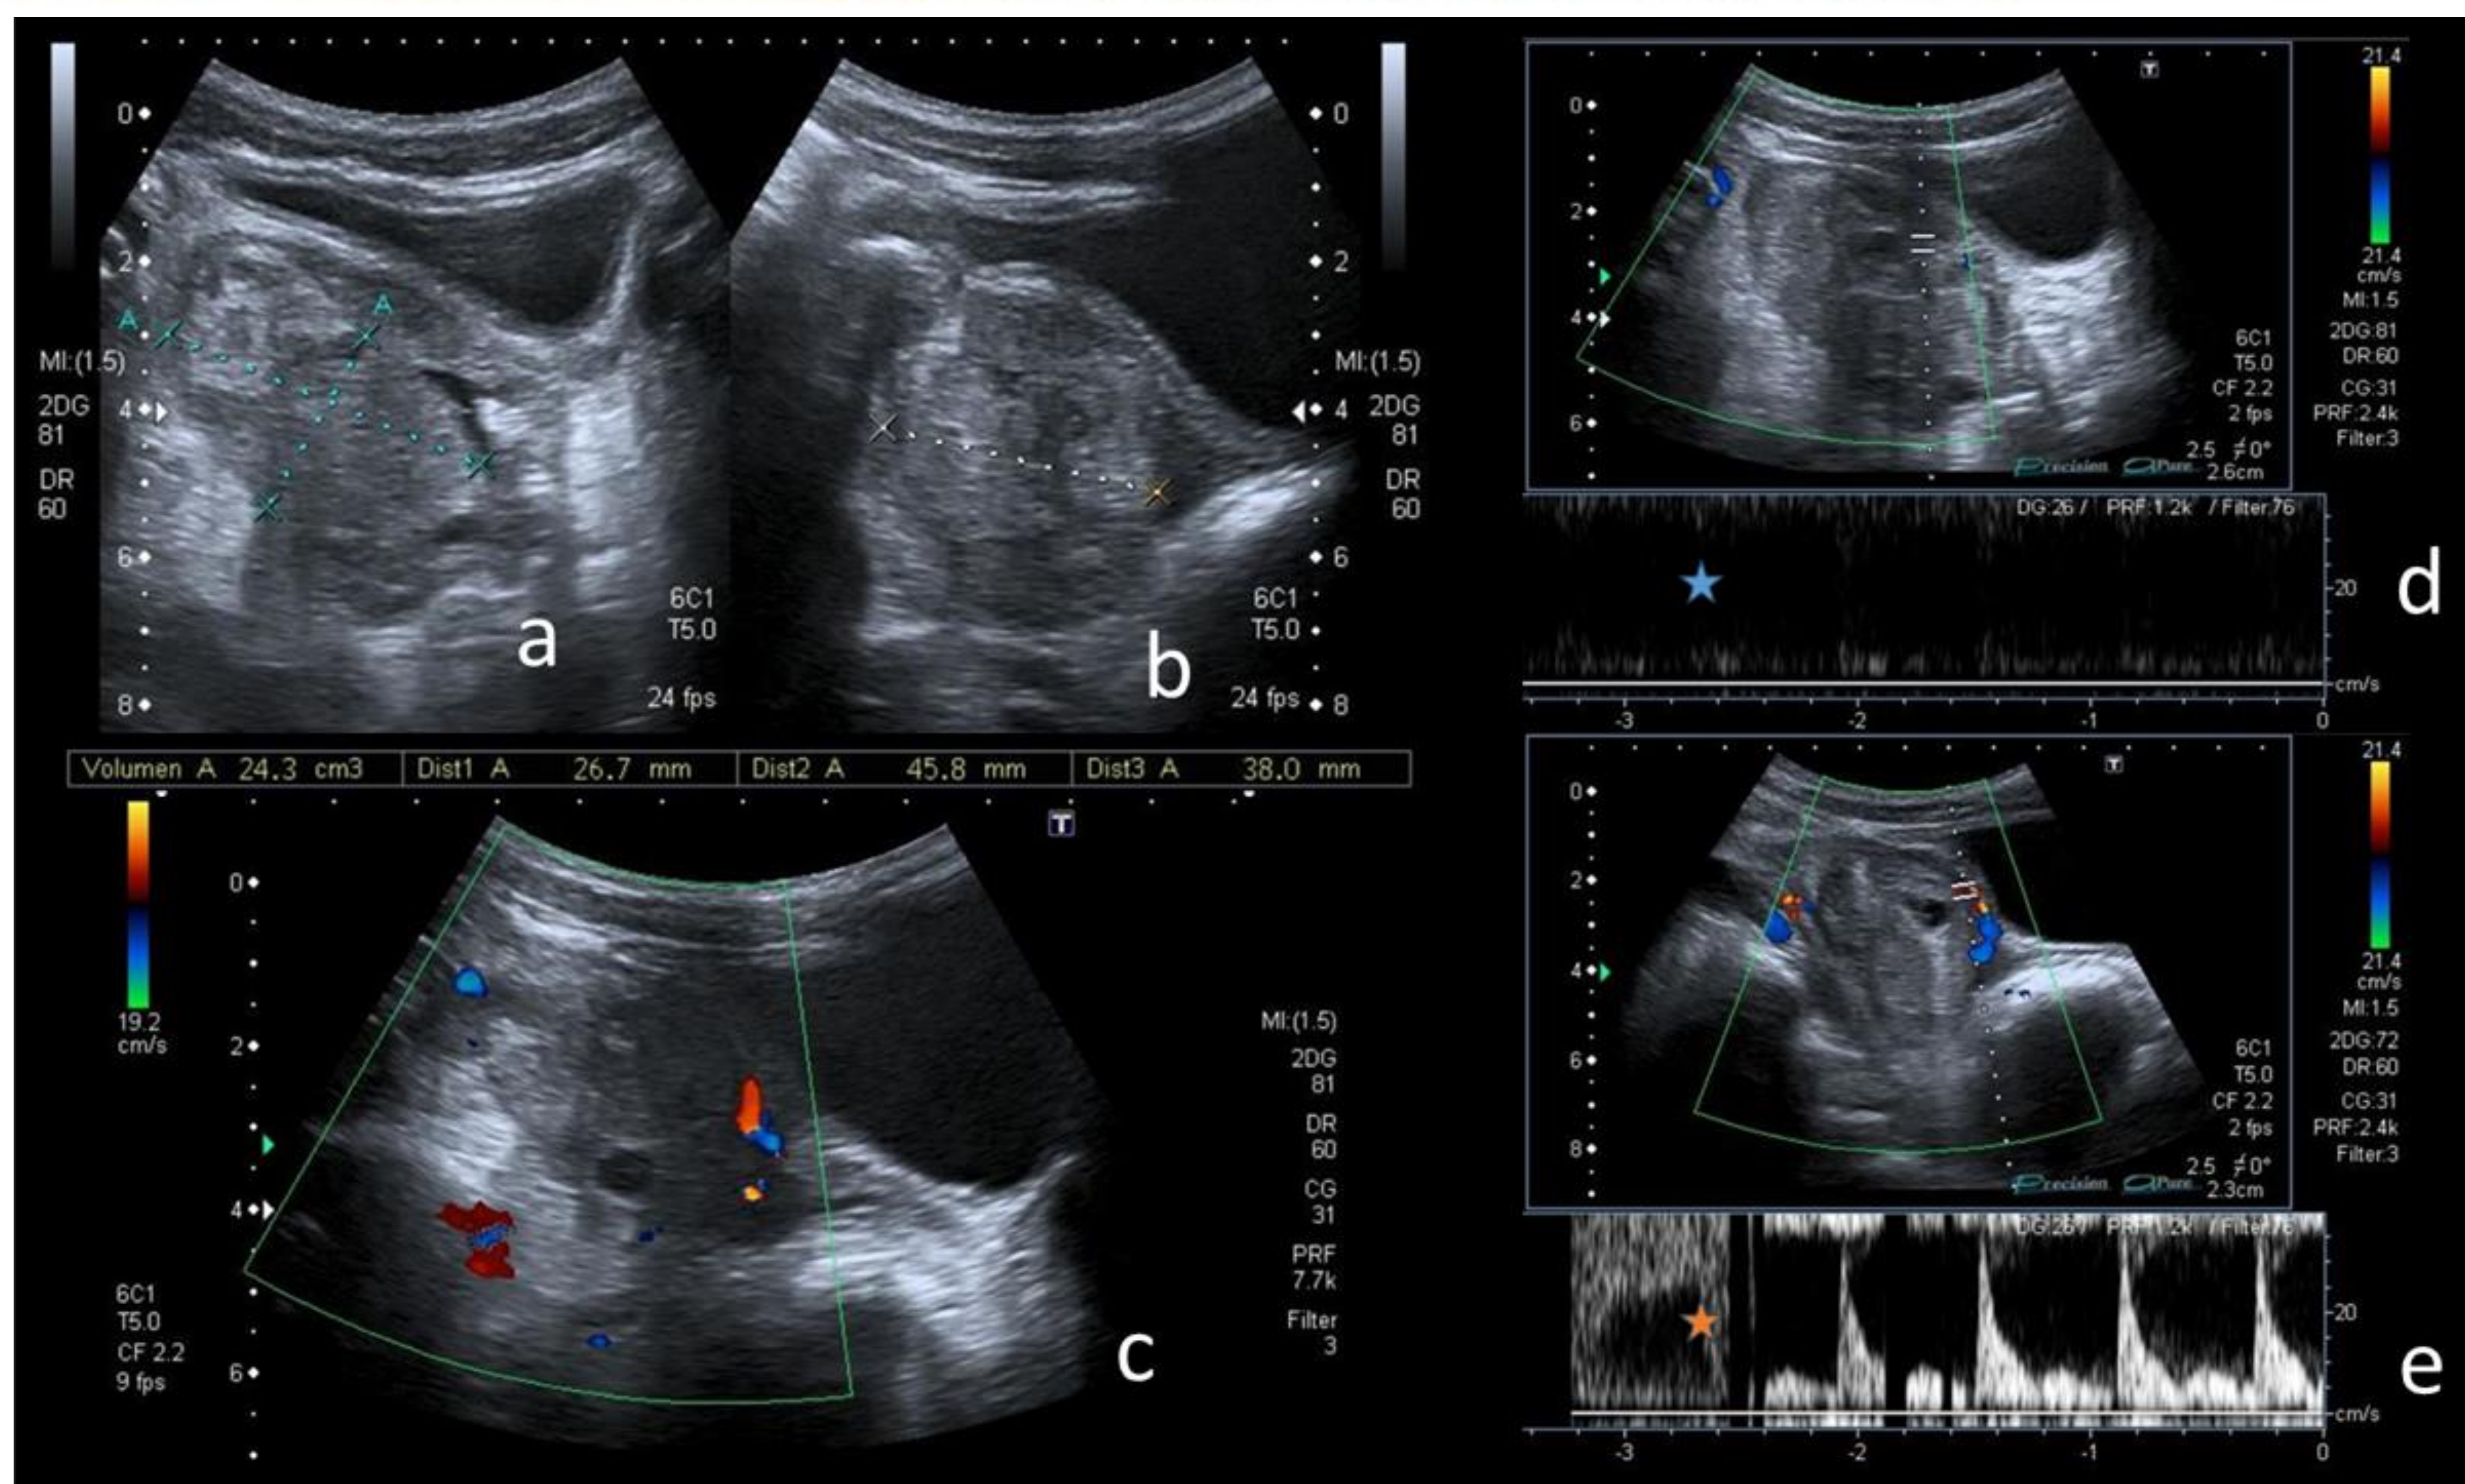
Paciente femenina de 8 años con clínica apendicular y leve alteración analítica. Presenta un ovario derecho heterogéneo con volumen aumentado (a, b, 24 ml) y flujo vascular periférico en el modo Doppler (c), donde se identifican ondas espectrales arteriales de baja resistencia (e, asterisco naranja) y ausencia de flujo venoso (d, asterisco azul). Compatible con torsión ovárica de buen pronóstico. *Servicio de Radiodiagnóstico, Hospital Universitario "La Paz", Madrid – Madrid, España, 2024.*
